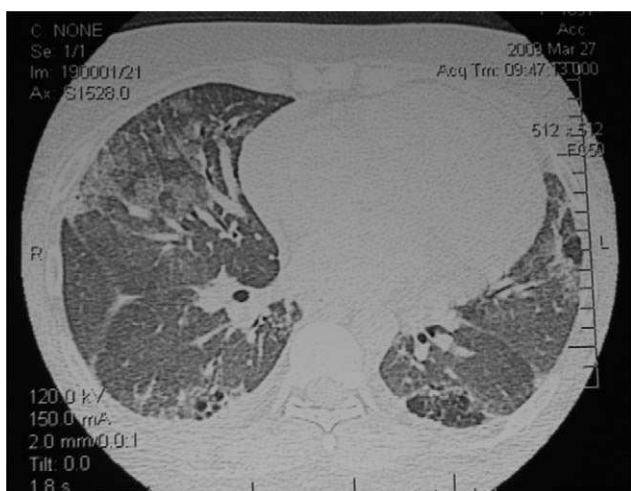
Tomografía computarizada de tórax de alta resolución: cardiomegalia, derrame pericárdico, derrame pleural bilateral, áreas de vidrio esmerilado en parches, segmentarias, bilaterales, predominando en campos pulmonares inferiores, áreas de atrapamiento aéreo, subpleurales, bilaterales y opacidades reticulonodulillares bibasales.
